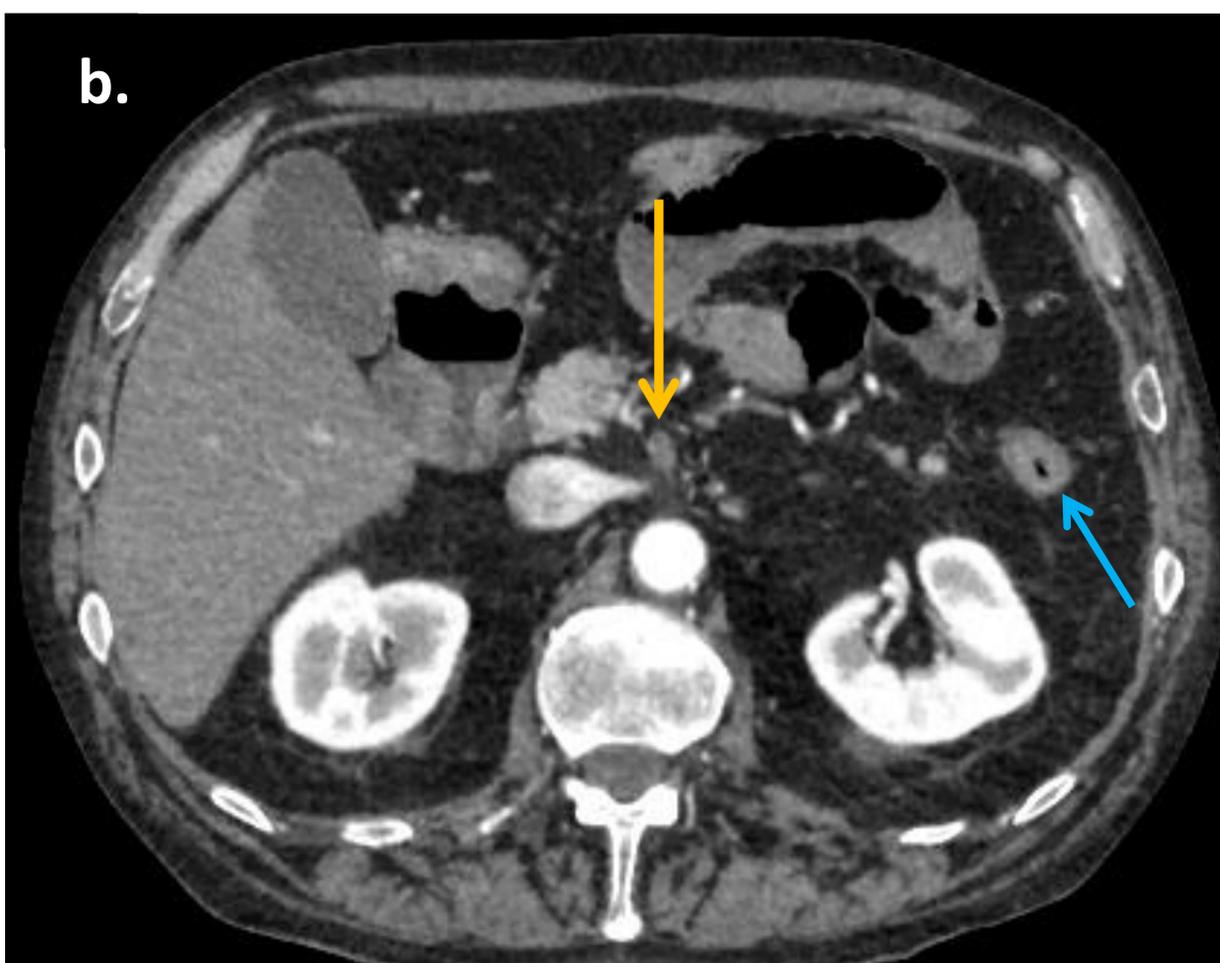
TC con CIV en fase arterial.
